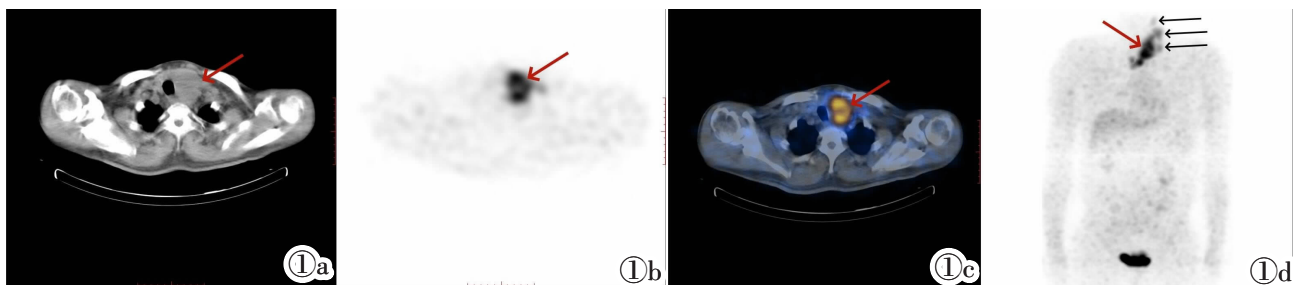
HT 伴甲状腺乳头状癌 ^{18}F -FDG 代谢显像表现。男, 63 岁, 甲状腺左叶乳头状癌伴左颈部多发淋巴结转移。图 1a: CT 图, 甲状腺左叶肿大(红色箭头); 图 1b: SPECT 图, 甲状腺左叶代谢增高(红色箭头), 右叶未见显影; 图 1c: SPECT/CT 融合图, 甲状腺左叶肿大伴代谢增高(红色箭头); 图 1d: MIP 图, 甲状腺左叶弥漫显影(红色箭头)伴左颈部多发淋巴结显影(黑色箭头)。
